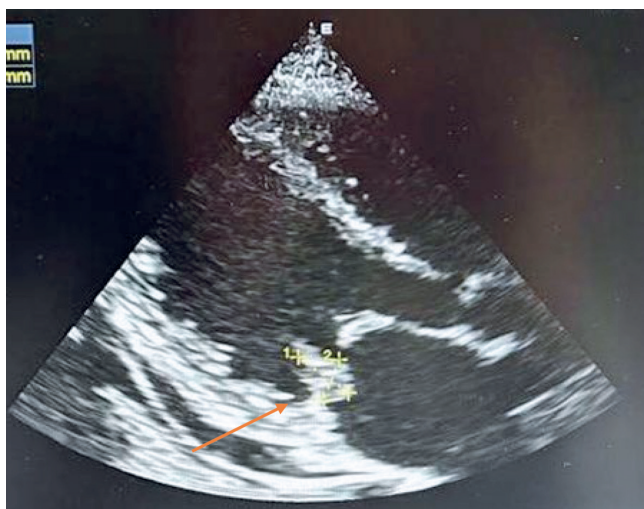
Ecocardiograma transtorácico com presença de imagem hiperecótica, filamentar, móvel medindo 2,0x1,2cm aderida à face atrial do folheto posterior da valva mitral, sugestivo de vegetação (ponta da seta de cor laranja).
